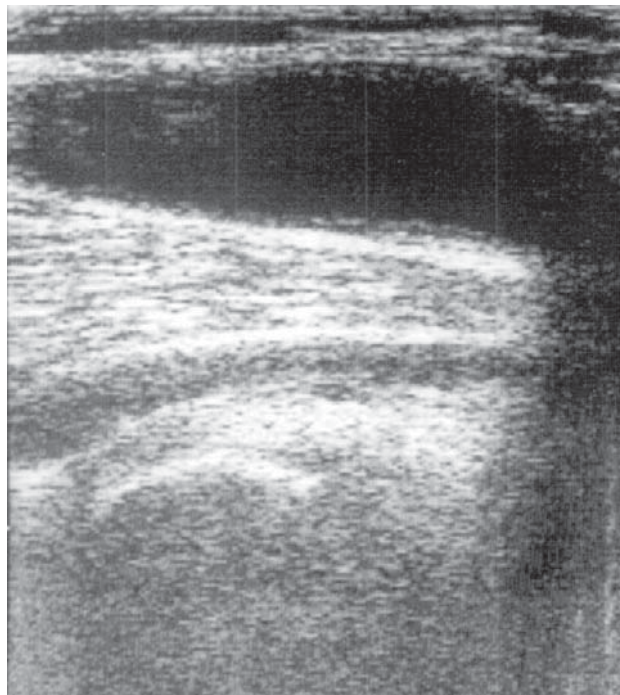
Chist popliteal. Ecografie
